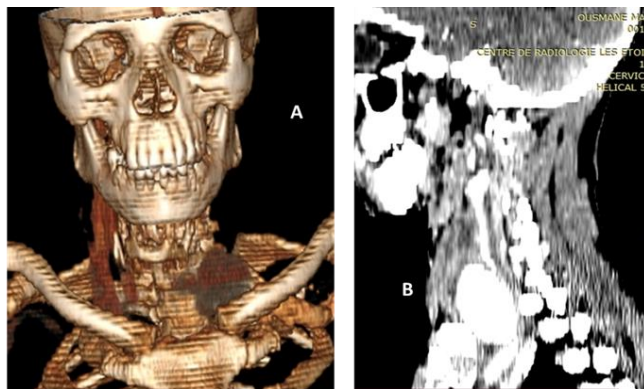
angio-TDM cervicale avec reconstruction 3D (A) et sagittale (B): Pseudo anévrisme sacciforme avec solution de continuité au niveau de la carotide externe gauche
